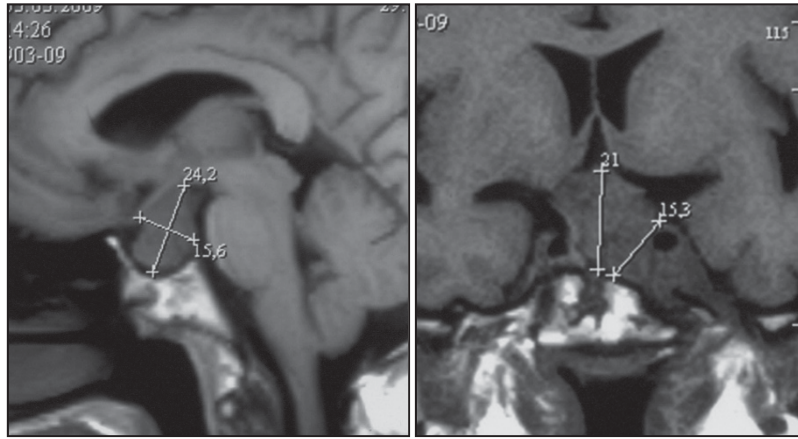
Предоперационная МРТ. Эндо-супра-латеро(S)селлярная опухоль
